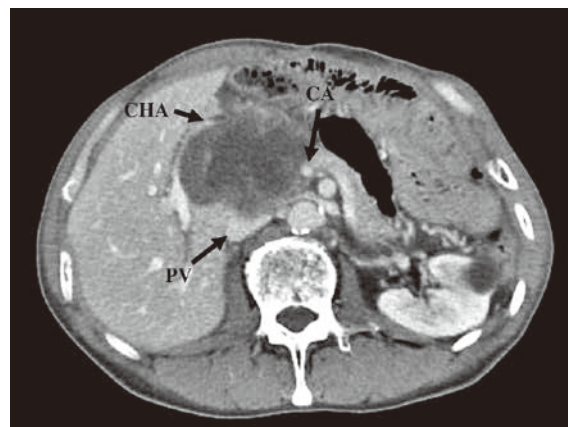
2018年6月時腹部造影CT（平衡相）。肝門部に充実性成分を伴った約8cm大の腫瘍を認め、脾頭部～体部、門脈、腹腔動脈、総肝動脈への浸潤が疑われた（CA: 腹腔動脈, CHA: 総肝動脈, PV: 門脈）。
